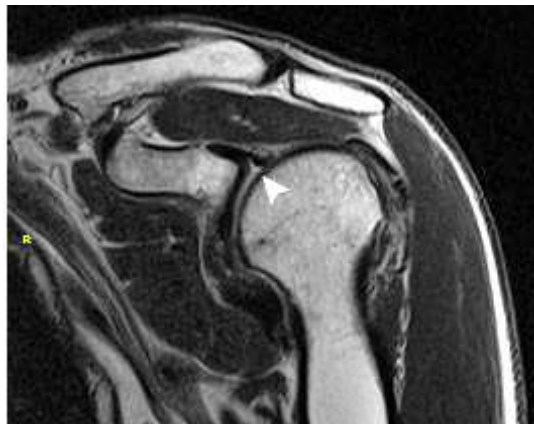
Магнітно-резонансна томограма незміненого правого плечового суглобу, T2 33 в косій коронарній проекції. Візуалізується підгубна кишенья (головка стрілки)
